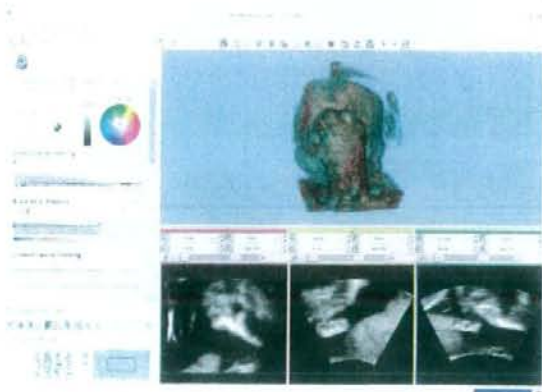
胎児の手周辺の3D超音波データを取り込んだインタフェース
